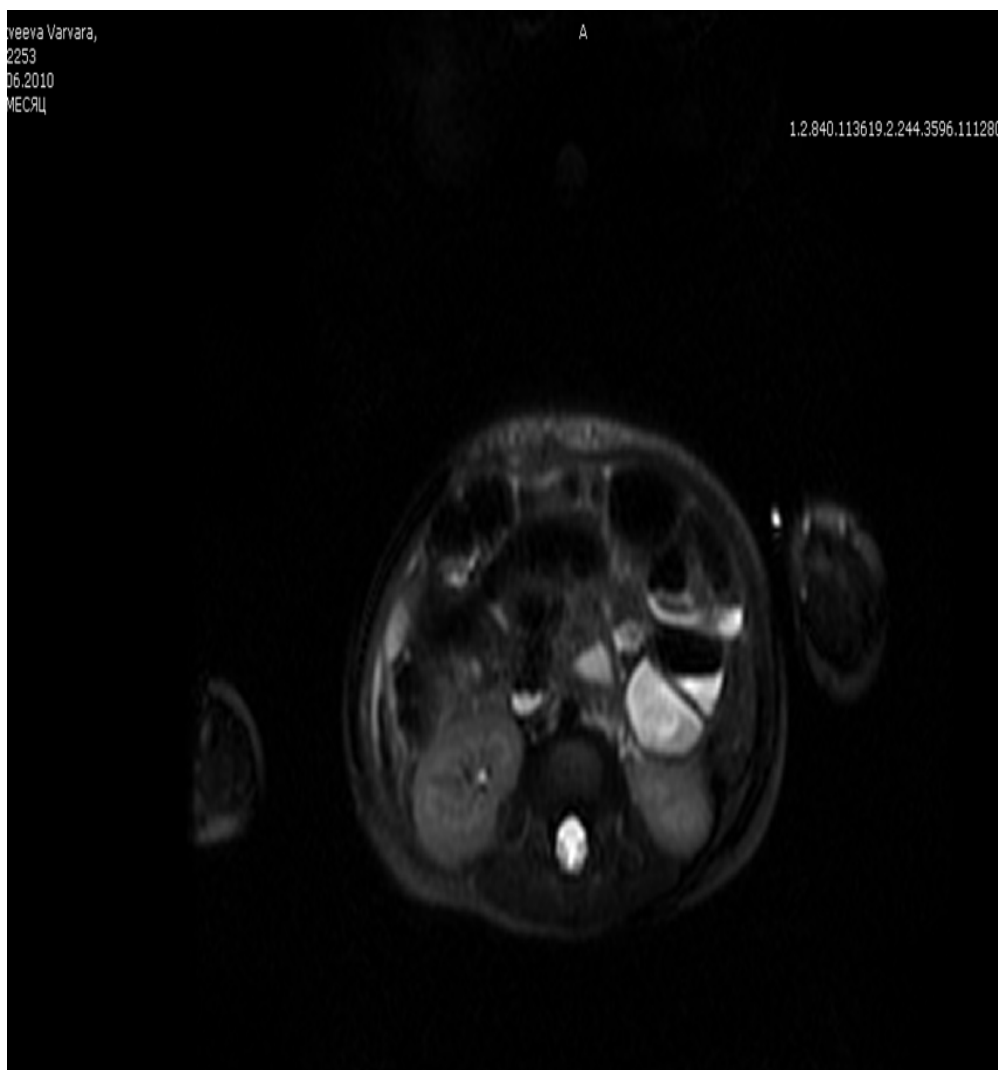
МР – томография органов брюшной полости в послеоперационном периоде
